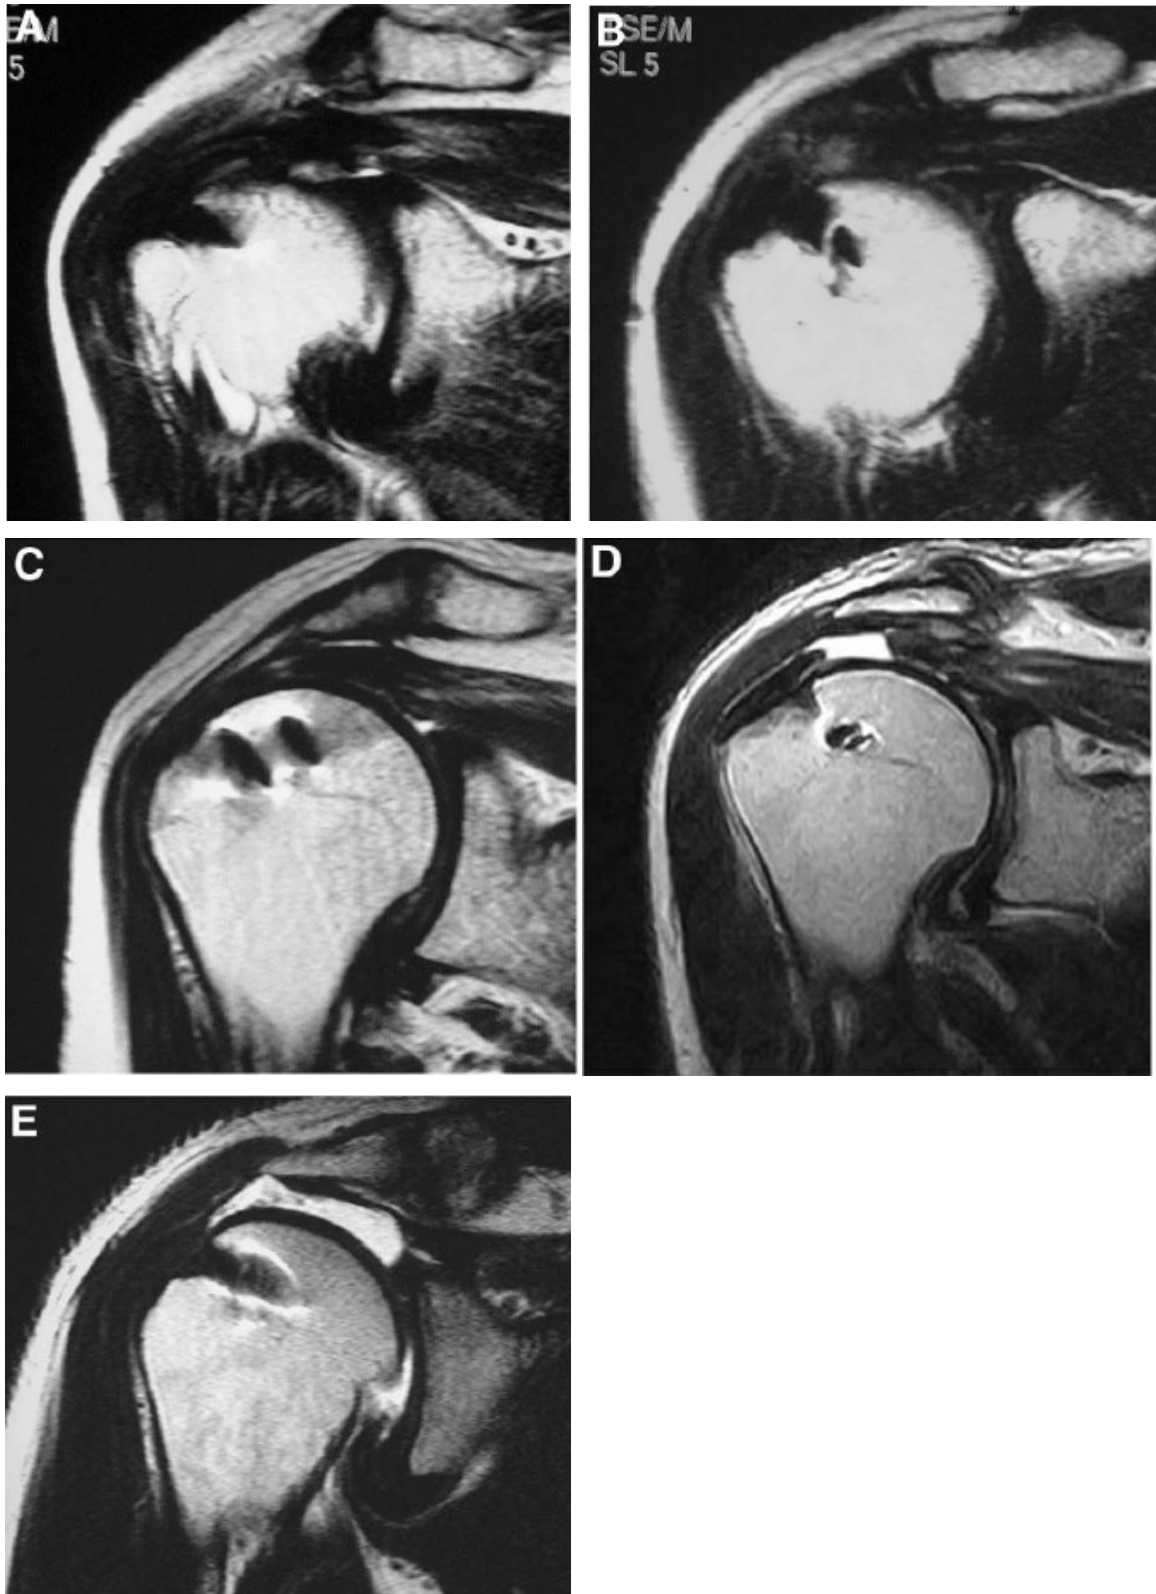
Beispiele der Klassifikation zur Beurteilung der RM postoperativ mittels MRT. (A) Typ 1, (B) Typ 2, (C) Typ 3, (D) Typ 4, (E) Typ 5. [aus Sugaya H., Functional and structural outcome after arthroscopic full-thickness rotator cuff repair: single-row versus dual-row fixation. *Arthroscopy*. 2005 Nov;21(11):1307-16]
